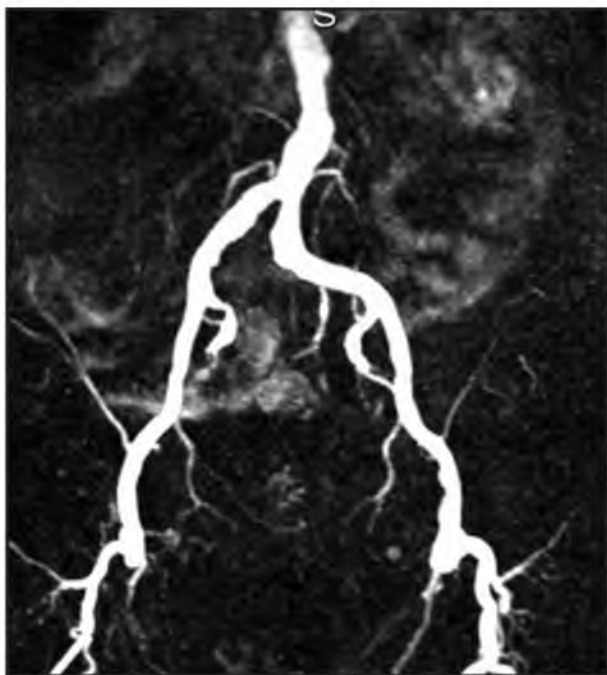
МР-ангиограмма аорто-бедренных сегментов. Больной С. Подвздошные артерии и глубокие артерии бедер без значимого поражения, субстрата для рентгенэндоваскулярной операции или малотравматичного вмешательства на глубоких артериях бедер не выявлено.
